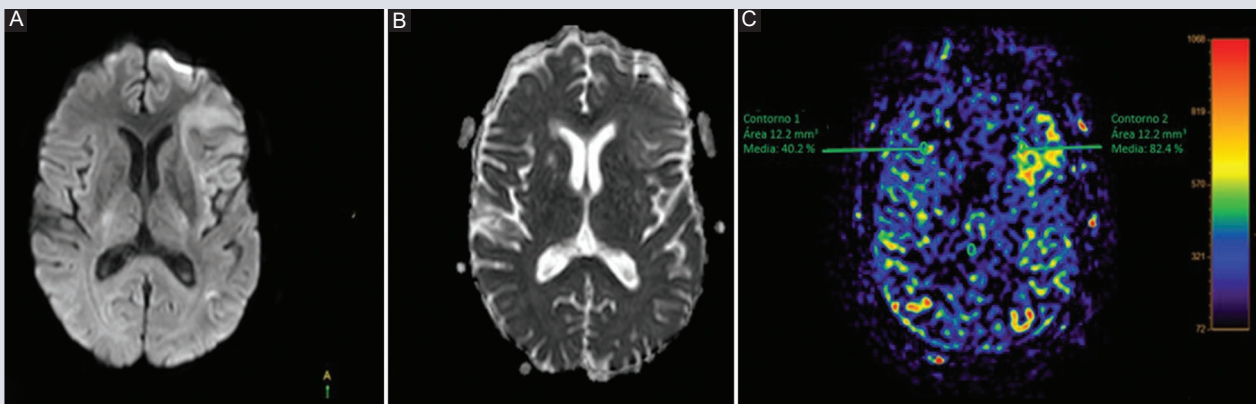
Hombre de 70 años con evento isquémico agudo. A y B: DWI con correspondiente mapa de ADC evidenciando restricción a la difusión en región frontal izquierda. C: se aprecia perfusión por *spin labeling* arterial con aumento cualitativo de la perfusión en área de perfusión de lujo y cuantificación de flujo sanguíneo cerebral (82.4/100 mg/ml/s en zona afectada vs. 40.2/100 mg/ml/s en área en espejo).
